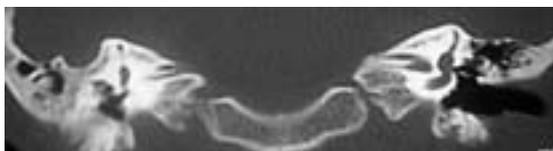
TC in proiezione assiale e coronale di un CUI seppimentato
